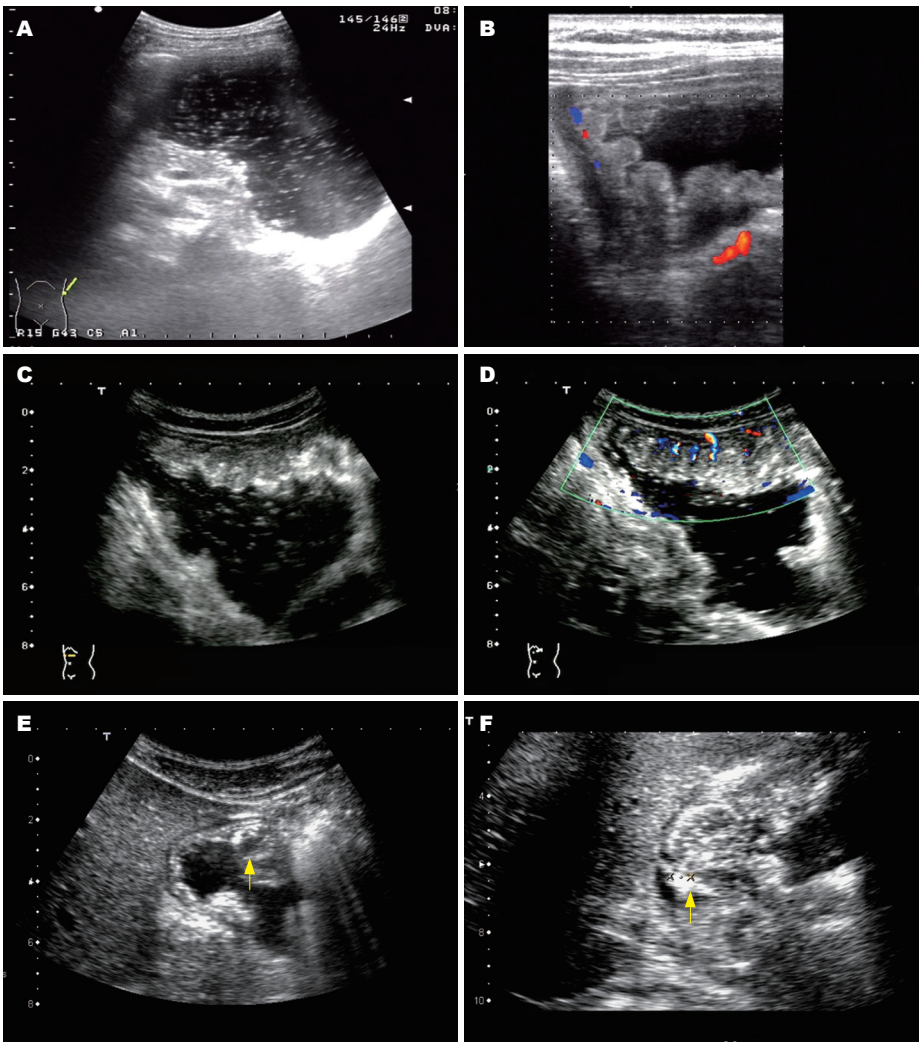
急性胃炎和胃溃疡十二指肠溃疡的超声图像. A: 慢性胃炎黏膜呈小毛刺状; B: 慢性疣状胃炎黏膜呈乳头状突起; C: 急性胃炎胃壁增厚, 黏膜下为主, 回声减低, 黏膜明显不光滑; D: 急性胃炎病变胃壁血流信号增多; E: 胃窦小弯侧溃疡, 黏膜凹陷, 其下胃壁结构清晰; F: 十二指肠球部溃疡黏膜呈高回声, 无凹陷.
